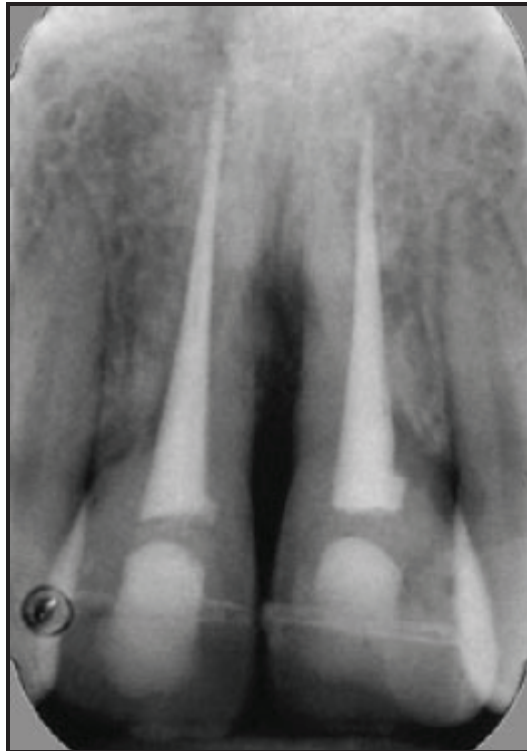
radiographie rétroalvéolaire des dents n° 11 et 21 ankylosées (Campbell *et al*, 2005)
